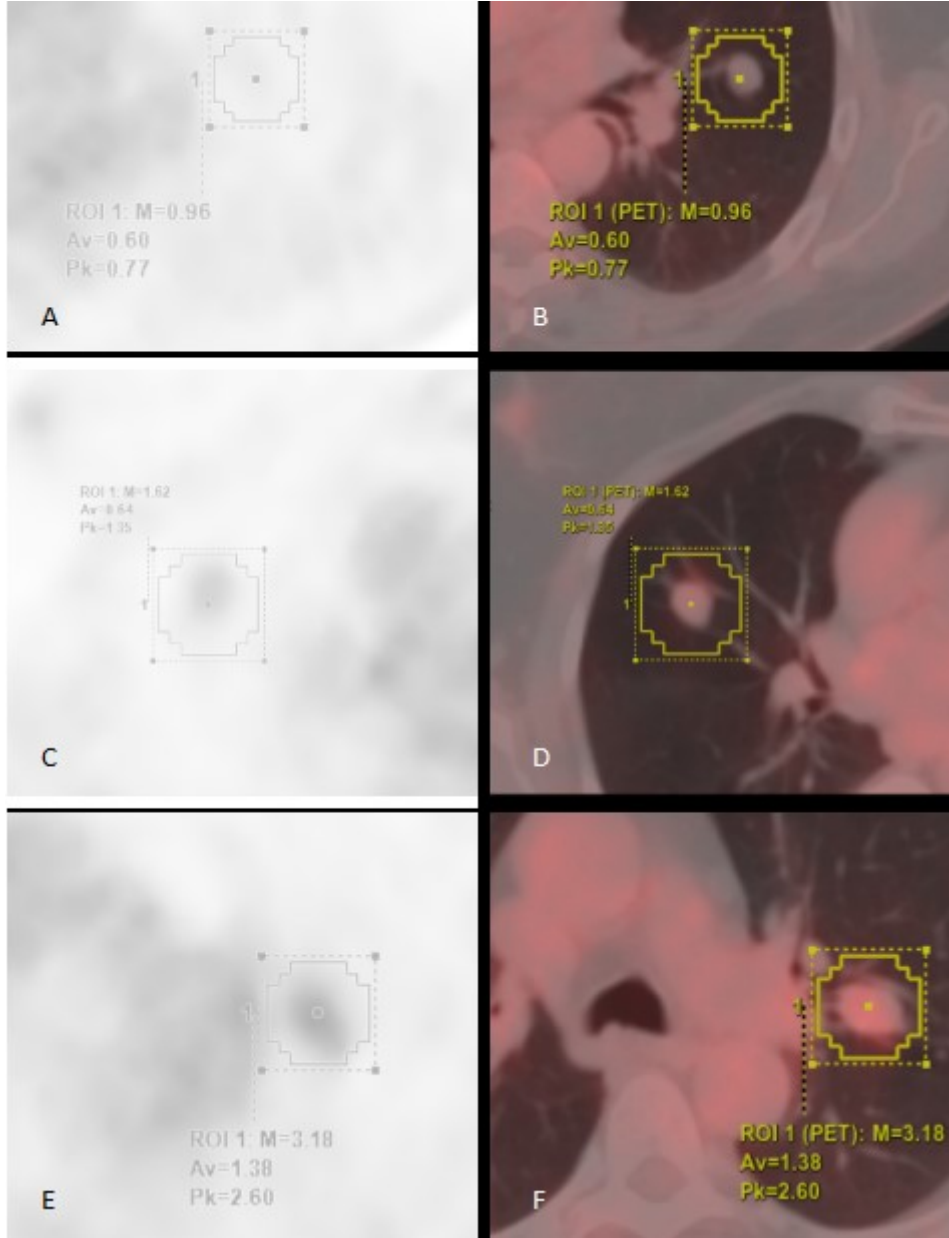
Hamartomda FDG tutulumu oldukça düşük iken (A:PET, B:FÜZYON), Karsinoid tümörde minimal FDG tutulumu (C:PET, D:FÜZYON) ve Atipik karsinoidde hafif düzeyde FDG tutulumu (E:PET, F:FÜZYON) izlendi.
